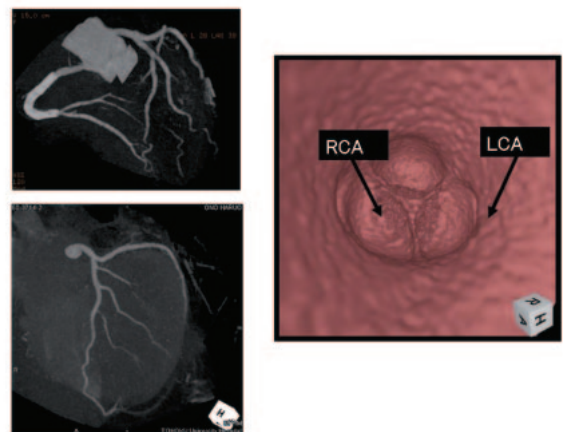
心臓 CT：冠動脈に加え大動脈弁尖の状態が良好に描出される。
